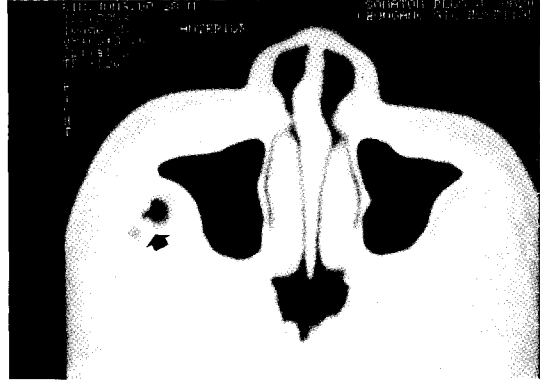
Axial CT (window 2788), the same level to Fig. 5. shows no striated internal architecture(arrow).
